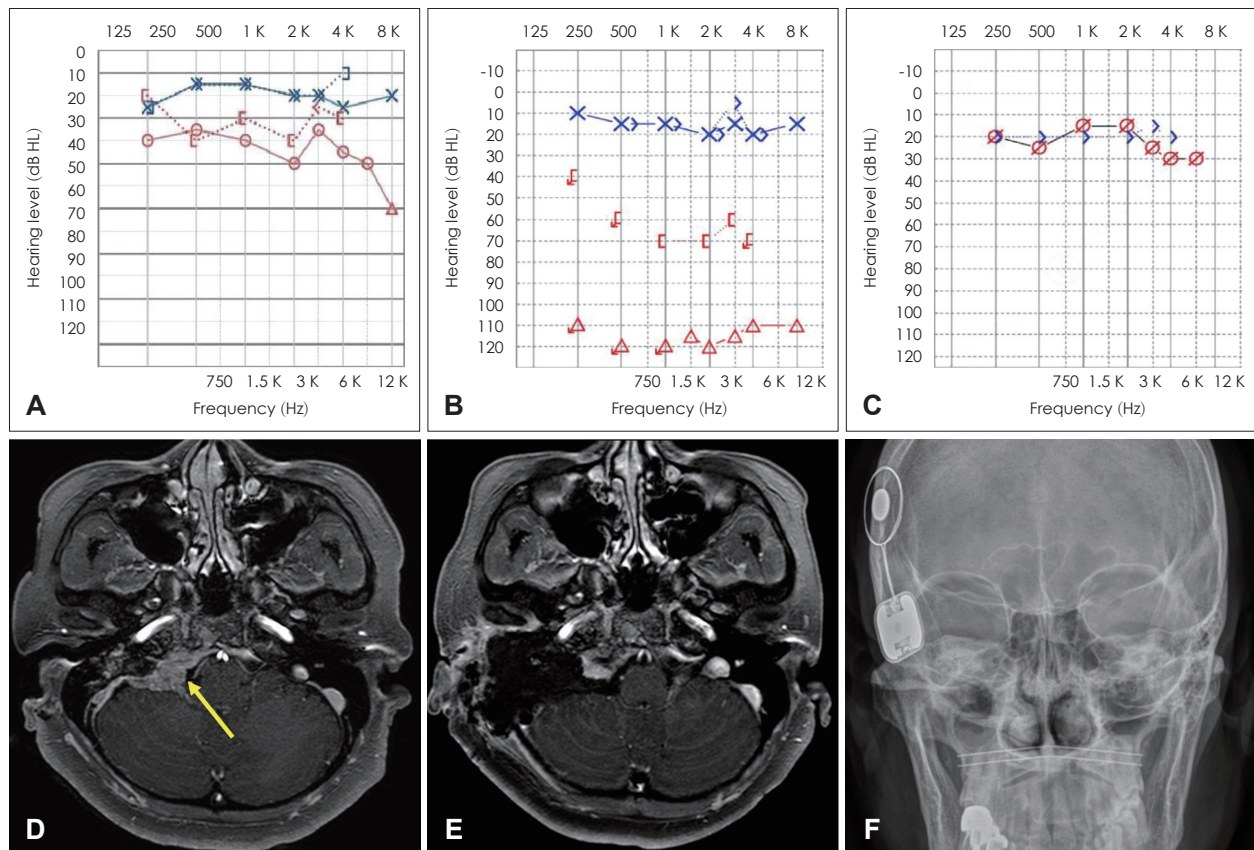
60 years old patient description. A and D: Pre-operative hearing and temporal MRI. Patients showed mixed hearing loss in right side and enhancing mass at right carotid space, extended through the jugular foramen. B and E: Post-operative, pre-implant hearing and temporal MRI. Tumor was completely removed via fallopian bridge technique but hearing was damaged up to profound hearing loss. C and F: Post-implant hearing and skull X-ray. Osia®2 (Cochlear) was located right position.
